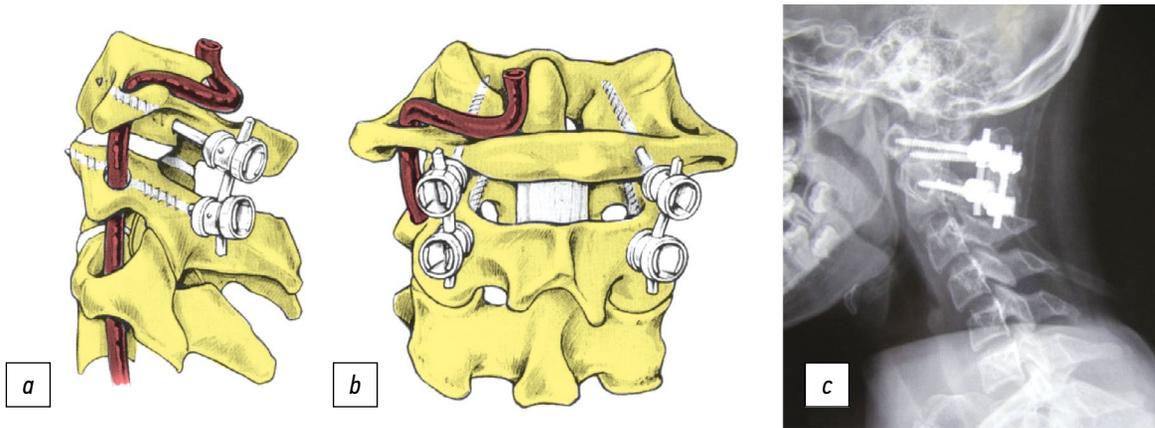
Методика фиксации C_1-C_{II} по Harms и Melcher. *a* — вид сбоку, *b* — вид сзади, *c* — рентгенограмма в боковой проекции.
